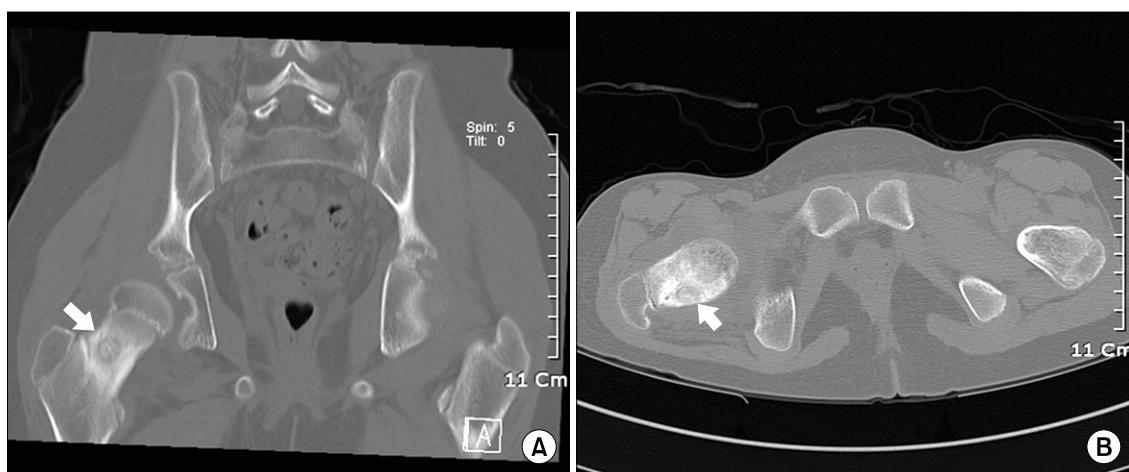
(A, B) Pelvic bone CT shows about 1.3 cm sized partially calcified nodular lesion with hypodense rim and surrounding sclerosis at posterior cortex of right femur (arrow).
